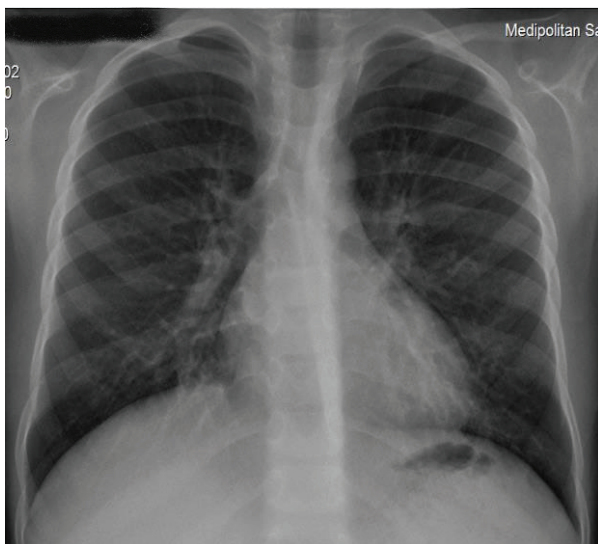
Honey-comb appearance in right middle lobe on chest x-ray.
